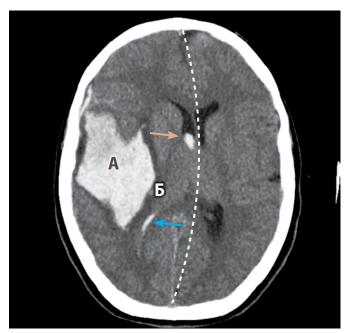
На компьютерной томограмме представлено массивное внутримозговое кровоизлияние в правую теменную долю (A). Кровоизлияние свежее, так как зона гематомы ярко серой окраски. Впоследствии кровь на РКТ становится темнее. Вокруг гематомы имеется небольшая зона отека мозга (Б): из-за большого содержания в ней воды, эта зона выглядит темнее, чем окружающая ткань. Гематома вызвала смещение срединных структур (пунктирная линия). Также имеется кровь в системе правого бокового желудочка (стрелки).
